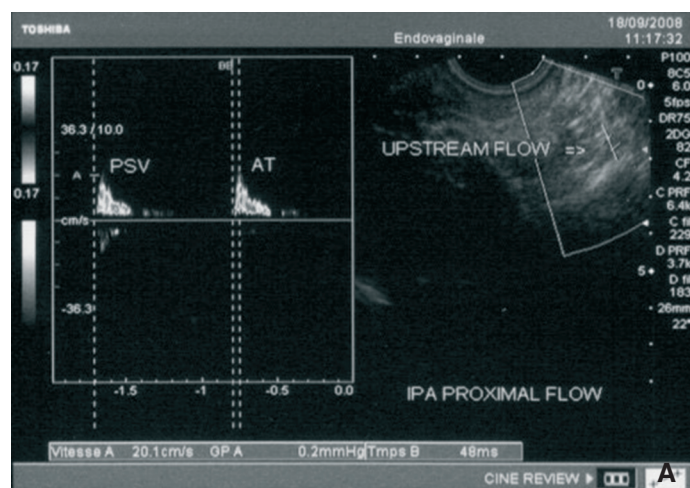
Échodoppler des artères pudendales dans le *pudental nerve entrapment*. Flux de l'artère pudendale en amont et en aval du site de compression (A, B).
